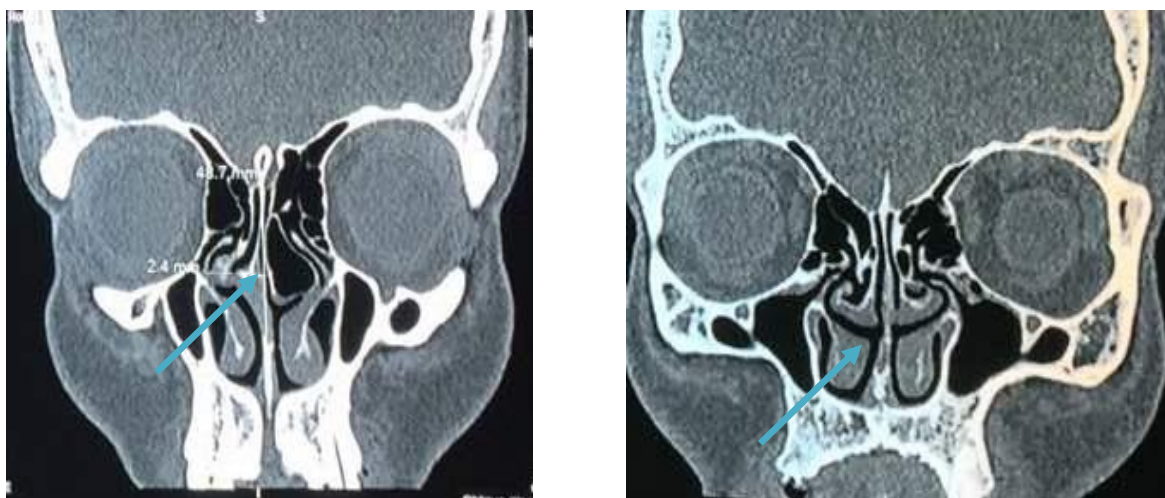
КТ больных с деформацией НП и гипертрофией носовых раковин
